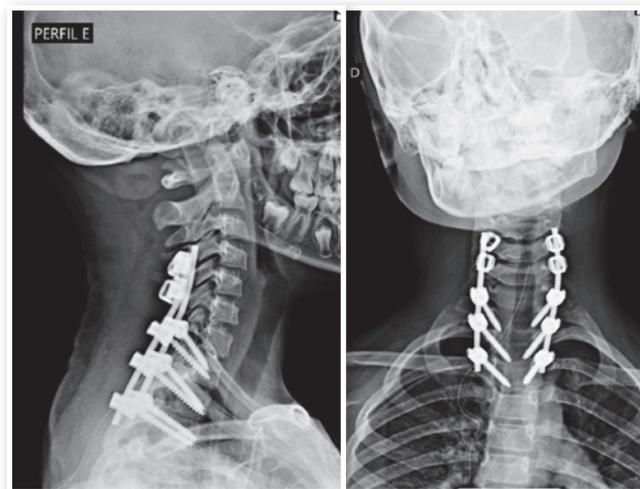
Radiografia simples anteroposterior (esquerda) e perfil (direita) da coluna cervical identificando adequada estabilização da coluna cervical.
